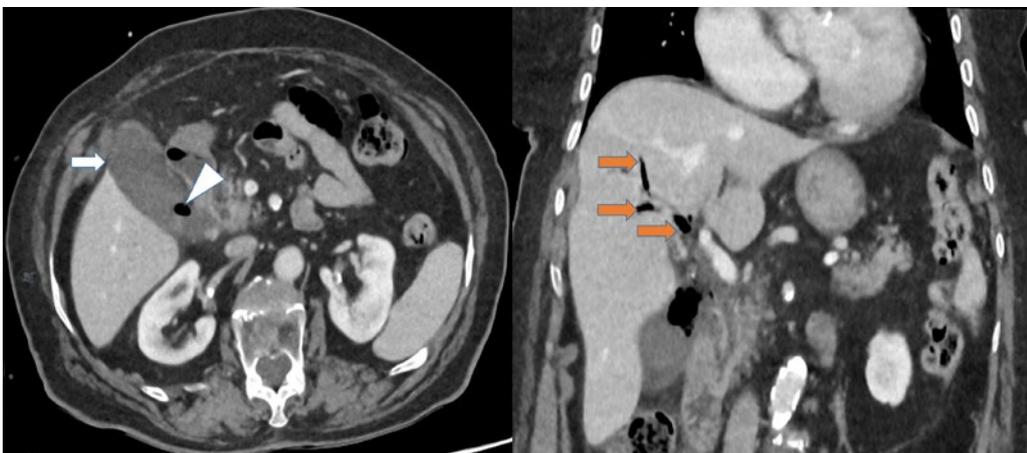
TC abdominal con contraste: en el corte axial se aprecia ausencia de realce parietal (flecha blanca) y gas dentro de la vesícula (cabeza de flecha); en el corte coronal se identifica aerobilia (flechas naranjas).
